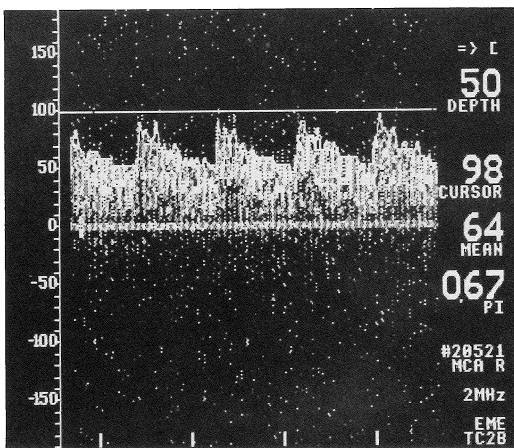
The velocity curve of right MCA by ultrasound transcranial Doppler in case 2. Peak of velocity is 98cm/s and mean of velocity is 64cm/s.
